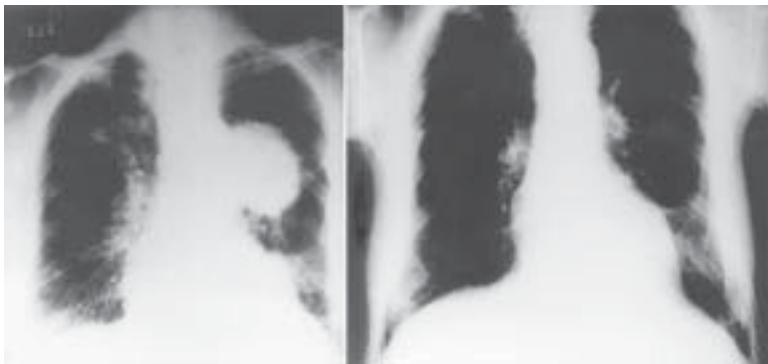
À esquerda, a radiografia de tórax mostra nódulo hilar esquerdo, grande, sugerindo imagem “em cabeleira” em paciente com quadro clínico de edema pulmonar. Após tratamento do edema pulmonar, nova radiografia de tórax (à direita) mostra desaparecimento da lesão. Diagnóstico: edema agudo de pulmão.
